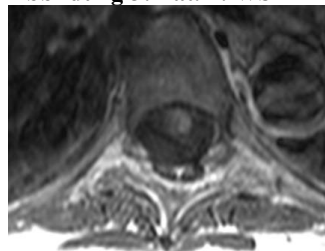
Pat. 1: WS-MRT (transversal): GD+
